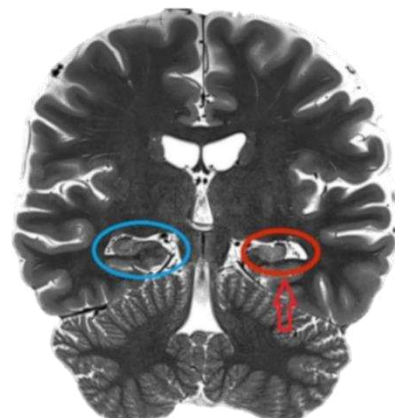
Immagine RMN di sclerosi mesiale temporale sinistra
